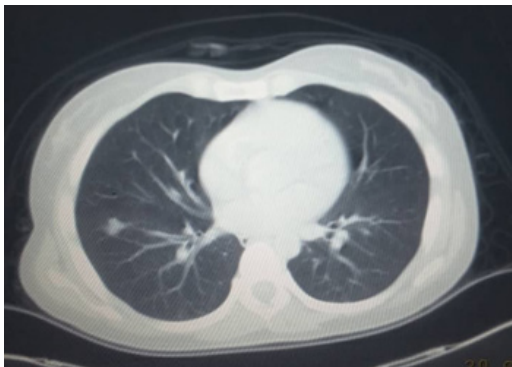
Tomografía Axial Computarizada simple de tórax. Imagen sugestiva de embolismo pulmonar
